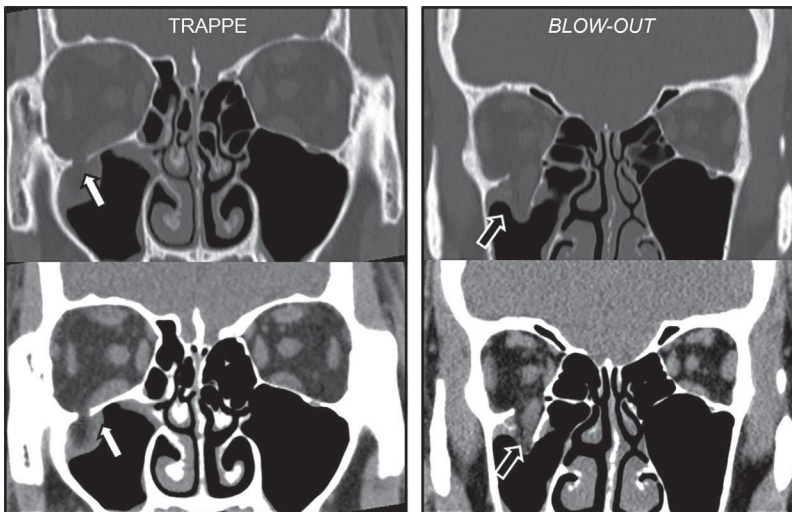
TDM : fracture en trappe (flèches blanches) versus fracture *blow-out* (flèches noires).
